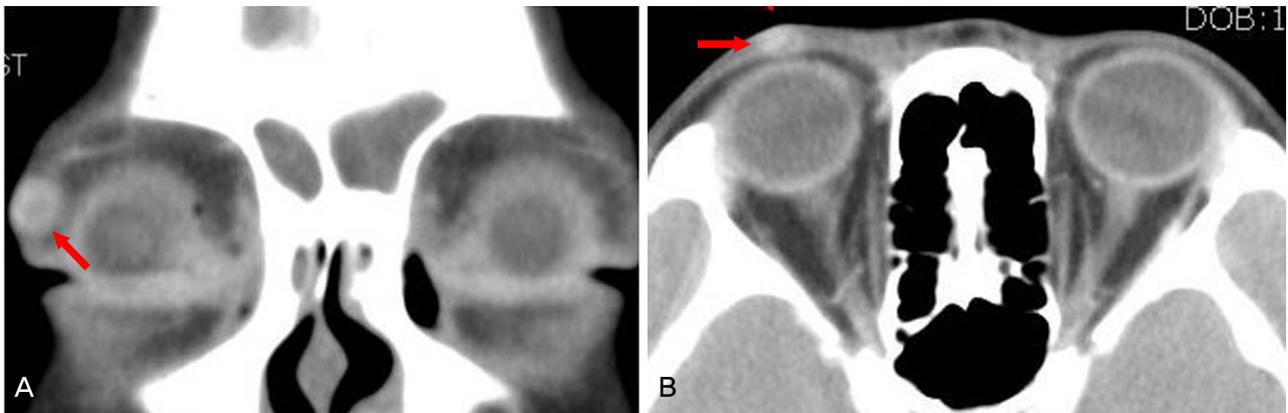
Axial view of the orbit CT. (A) 12 mm-sized well circumscribed nodule with peripheral enhancement (arrow, case 1). (B) 7mm-sized well circumscribed, enhancing nodule in the subcutaneous fat layer (arrow, case 4).
